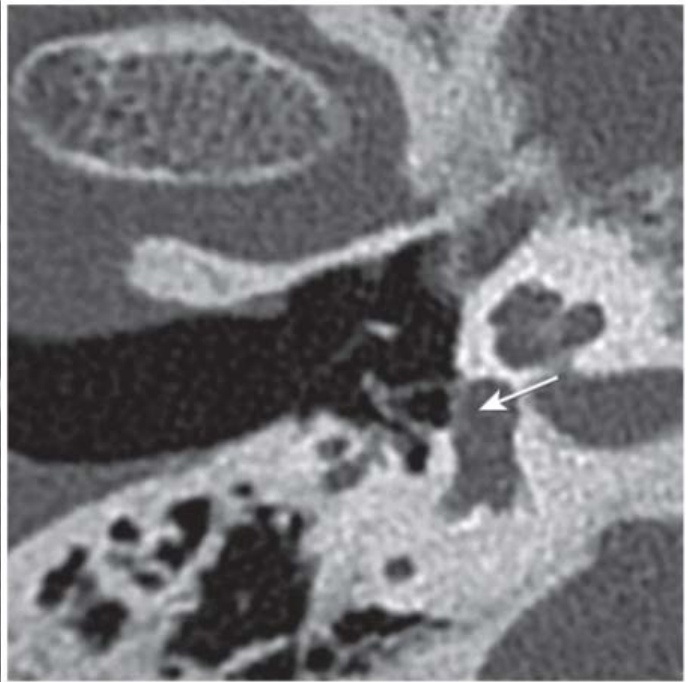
Otospongiose type 1a. Coupe TDM double oblique (plan axial stapes) (flèche).[37]
